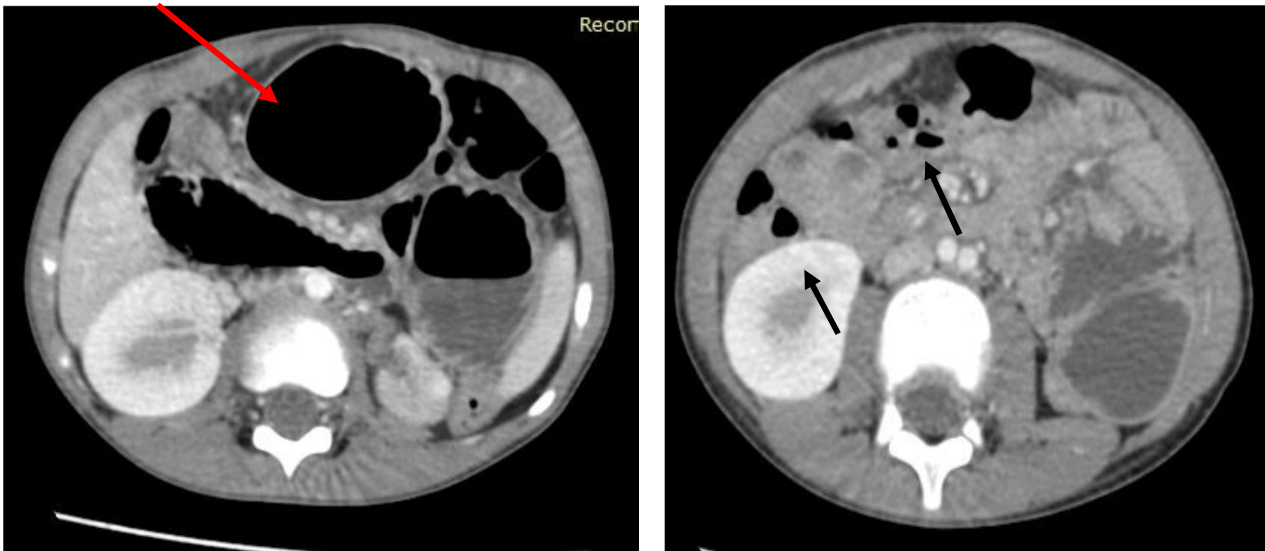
Occlusion sur brides vue à la TDM
